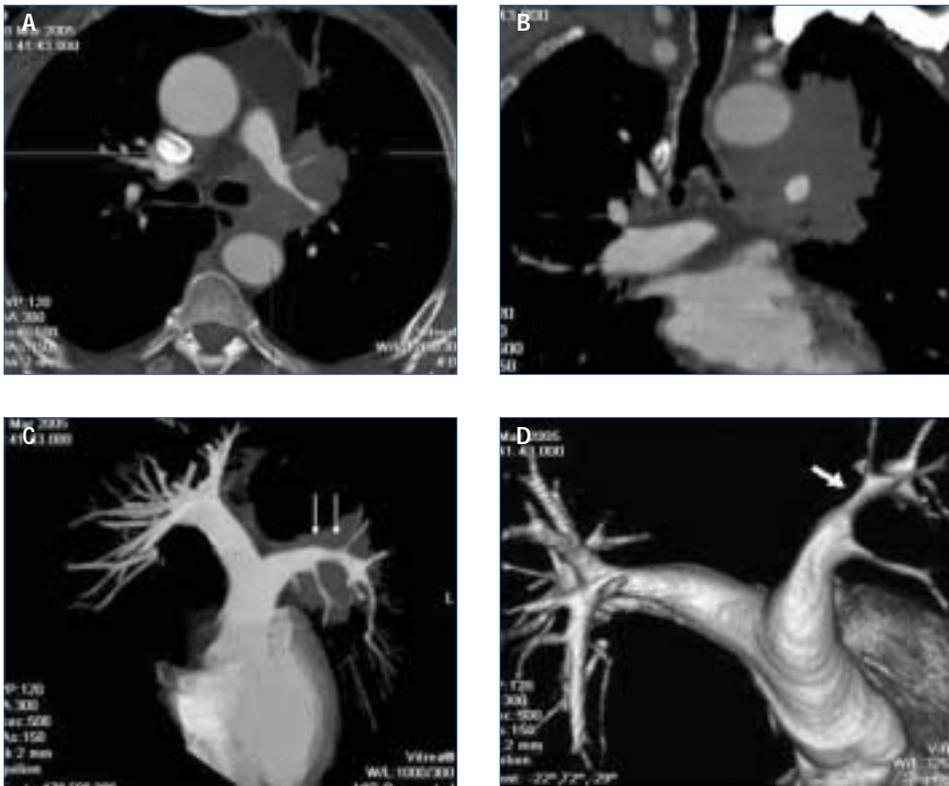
TC de tórax con contraste i.v. y técnica helicoidal multidetector que demuestra hallazgos relacionados con carcinoma broncogénico hilar izquierdo que invade el mediastino. a. Corte axial a la altura del hilio izquierdo; y b. reconstrucción en plano coronal donde se observa gran masa hilar que depende del bronquio principal izquierdo, sin afectar la carina, se extiende a los espacios mediastínicos subcarinal, prevascular, de la ventana aortopulmonar y paratraqueal izquierdo, englobando completamente y estenosando la arteria pulmonar izquierda y sus ramas lobares. c. Reconstrucciones volumétricas de Máxima Intensidad de Proyección (MIP) y c. Volume Rendering, que permiten apreciar la relación del tumor con la arteria pulmonar (flechas).
